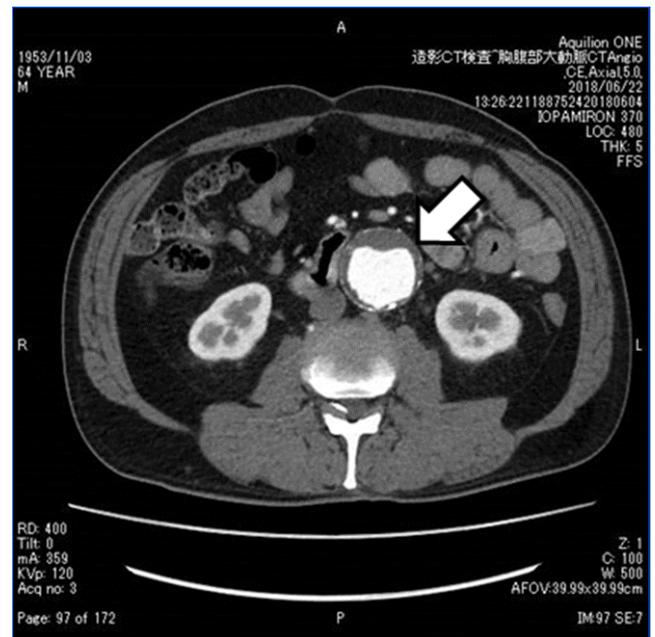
Computed tomographic (CT) 血管造影検査の短軸像
